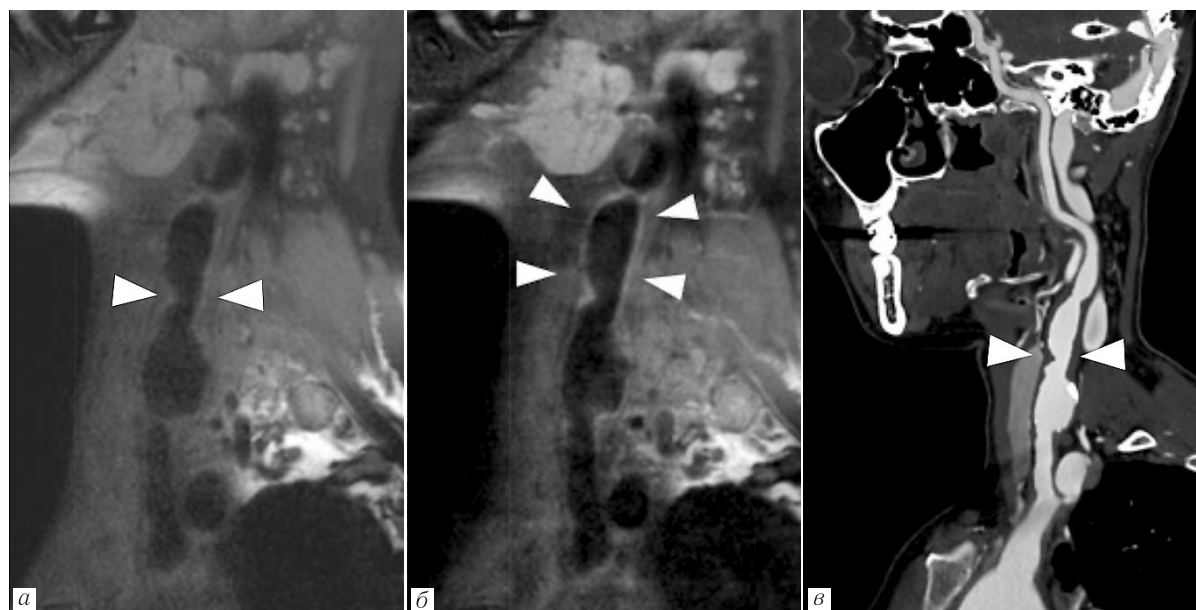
МРТ и КТА 38-летней пациентки с НАТ: *а* — T1-ВИ; *б* — T1-ВИ+Gd; *в* — КТА, артериальная фаза. Неоднородное утолщение стенки правой общей сонной артерии с формированием стеноза (*а*, *в*, стрелки).
